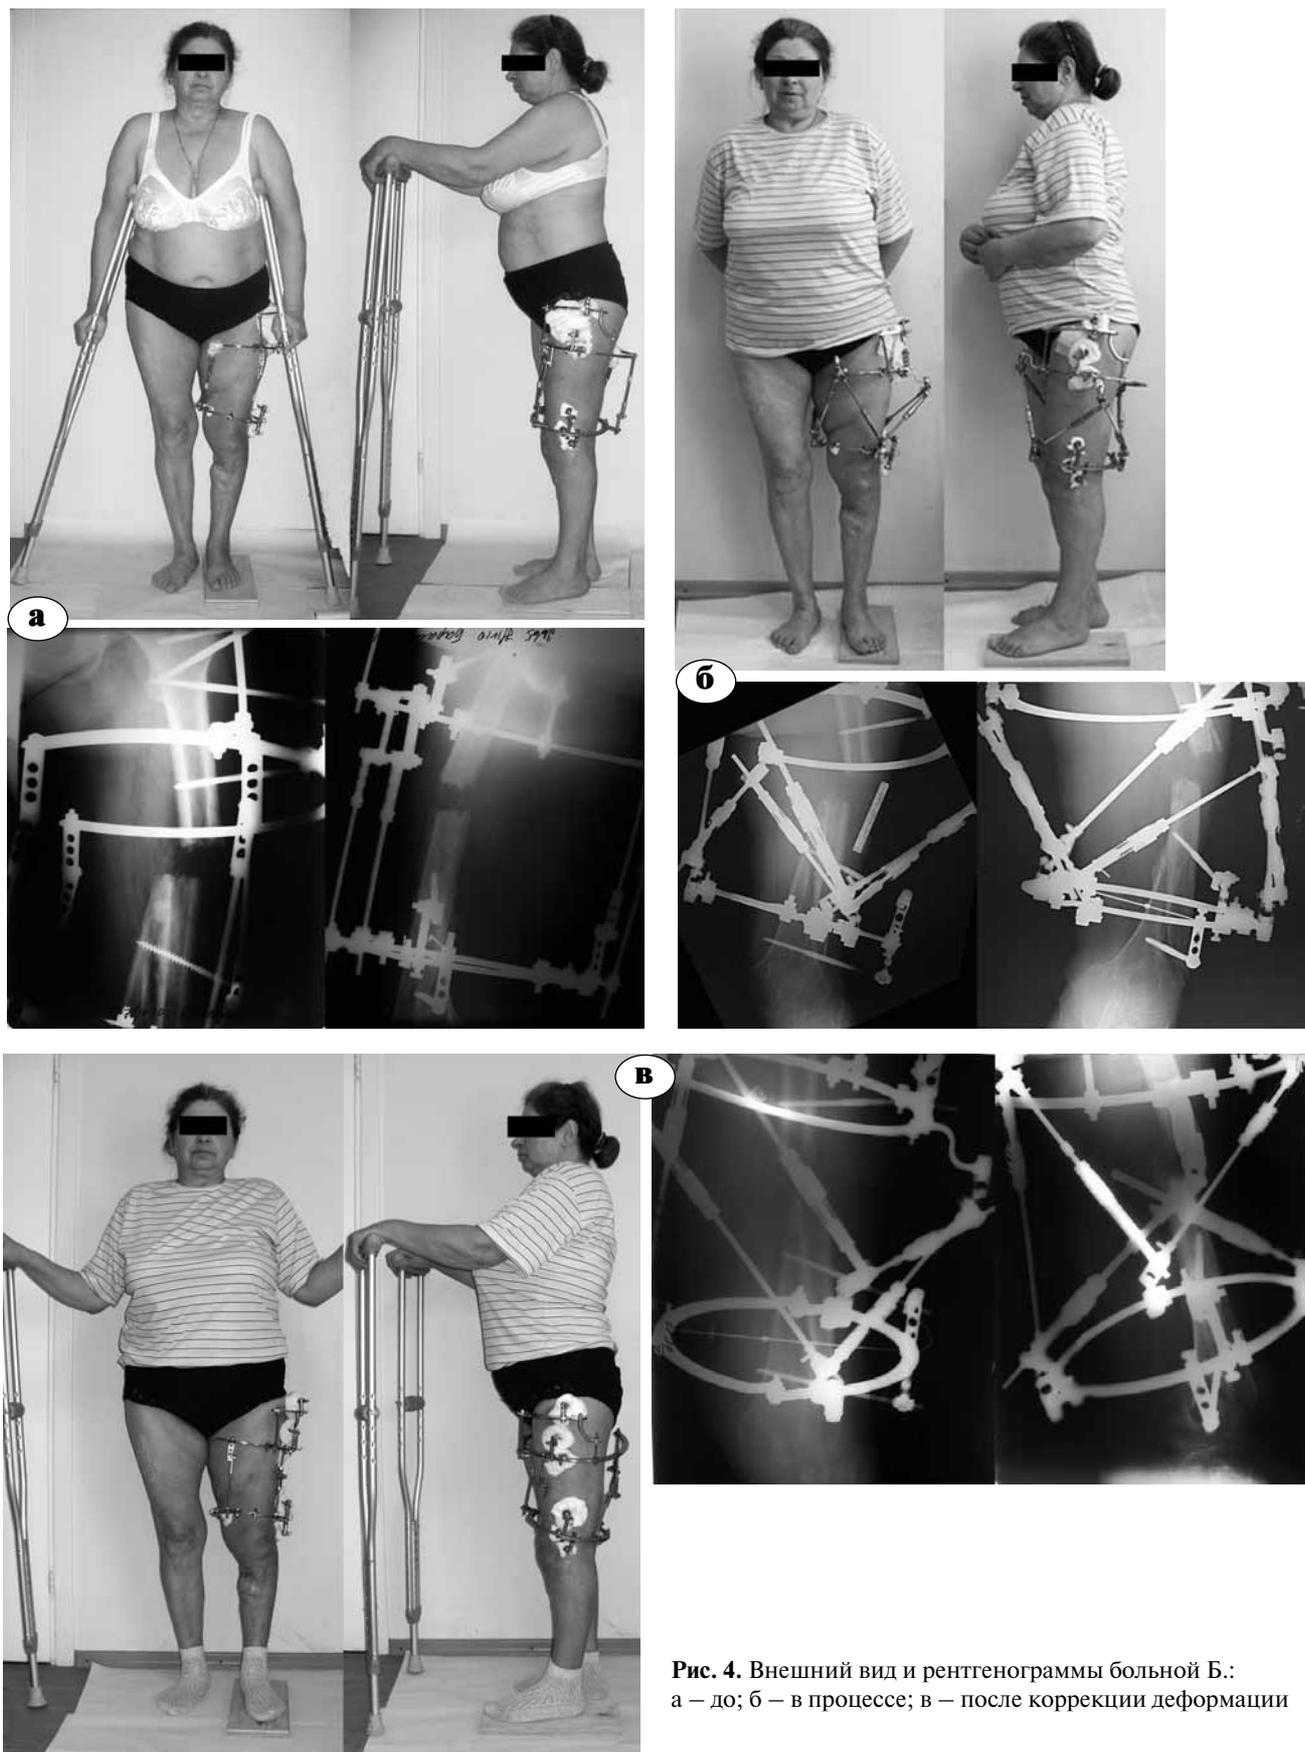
Внешний вид и рентгенограммы больной Б.: а – до; б – в процессе; в – после коррекции деформации
